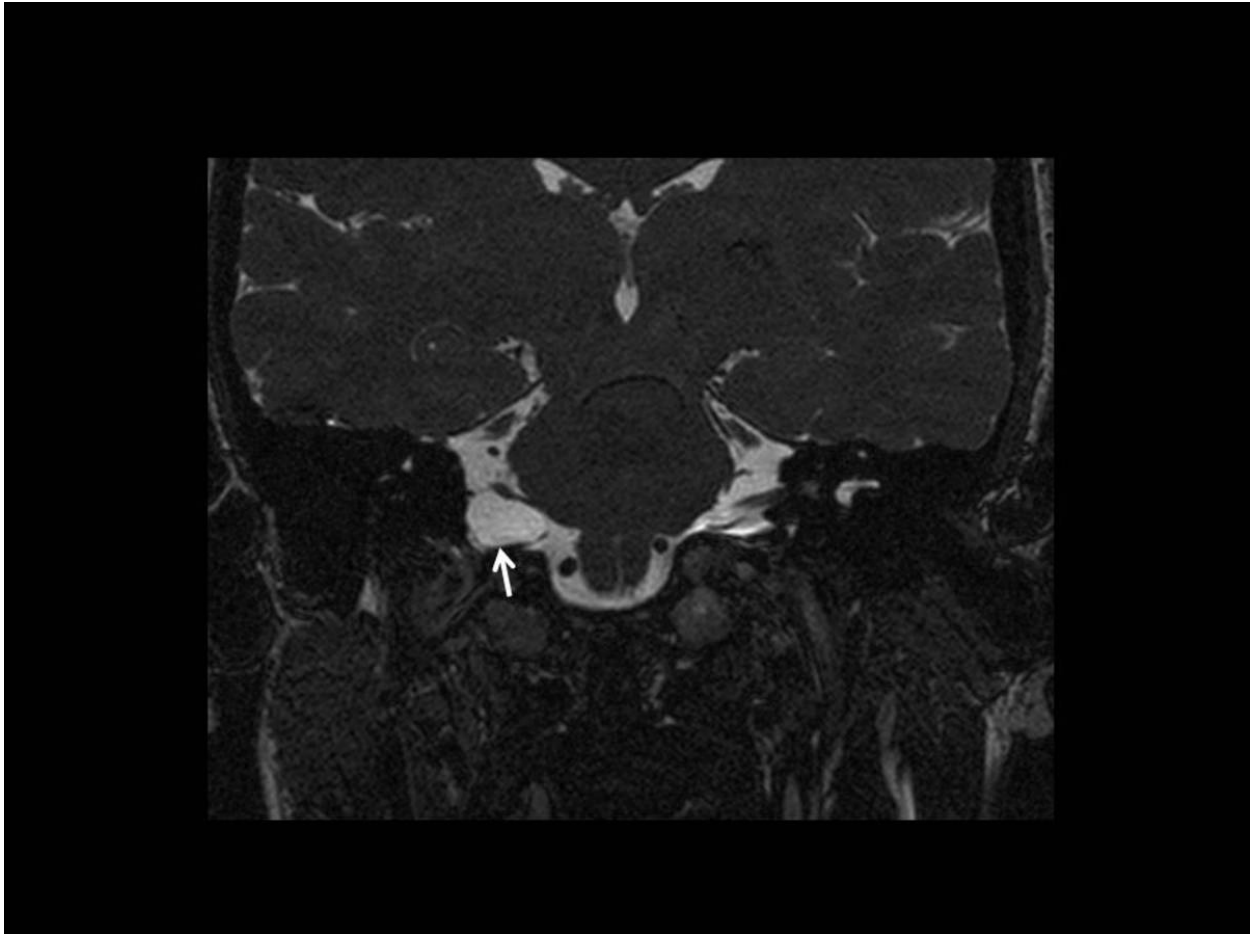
Mujer de 33 años con clínica de vértigo. RM en secuencia FSE T2 de alta resolución. Imagen coronal donde se ve una lesión en APC derecho bien delimitada y de aspecto quístico. La lesión se comportaba igual que el LCR en todas las secuencias y no restringía en difusión por lo que fue diagnosticada de quiste aracnoideo. Obsérvese como la lesión contacta con el VII y VIII pc y distorsiona su trayectoria (flecha).
